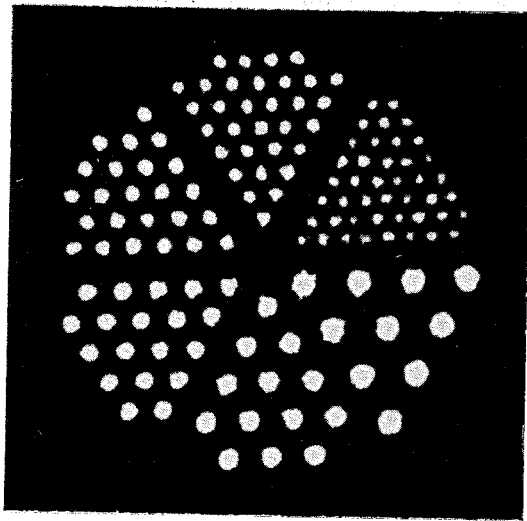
Томограмма фантома Дерензо (по-яснения в тексте).
